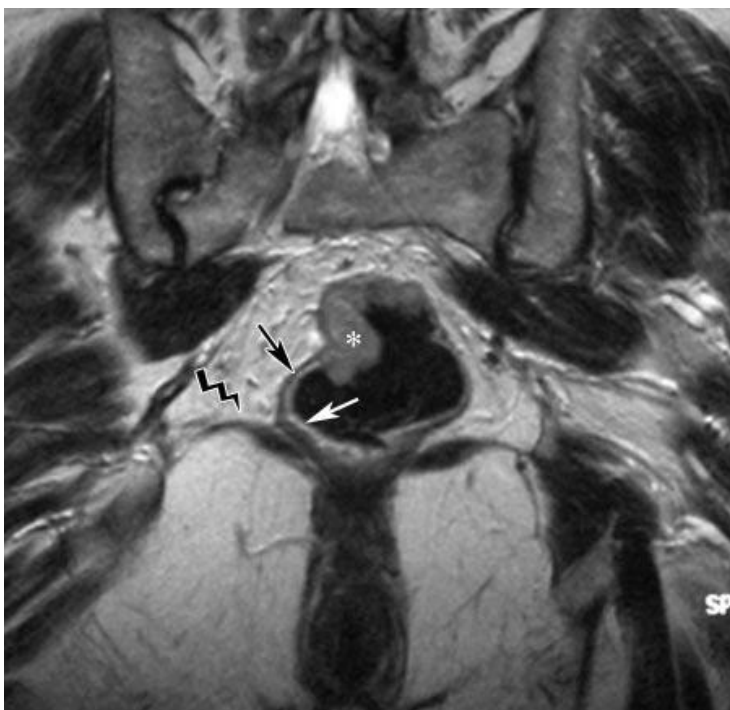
RMN para estadiaje
